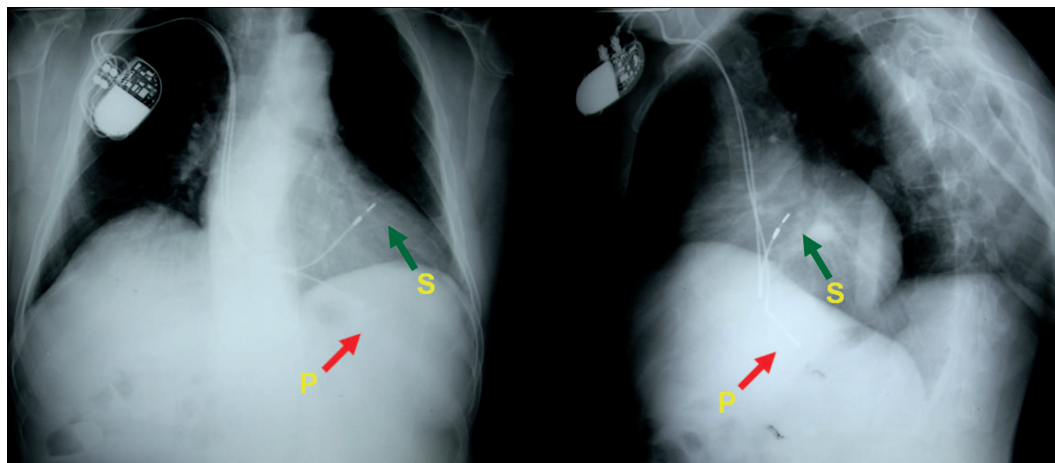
Radiografia de tórax em PA e em posição oblíqua anterior esquerda (OAE), demonstrando a posição final dos eletrodos implantados em ápice do VD (A) e na região septal (S). Verifica-se na posição OAE que o eletrodo septal está totalmente voltado para a coluna, numa direção oposta à parede livre do VD
